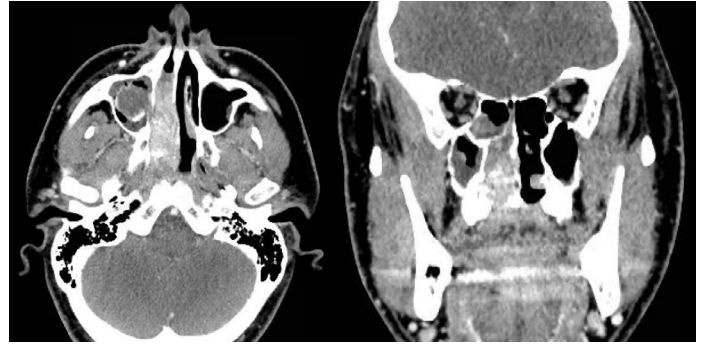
RMN previa a cirugía, cortes: axial, coronal y sagital.
